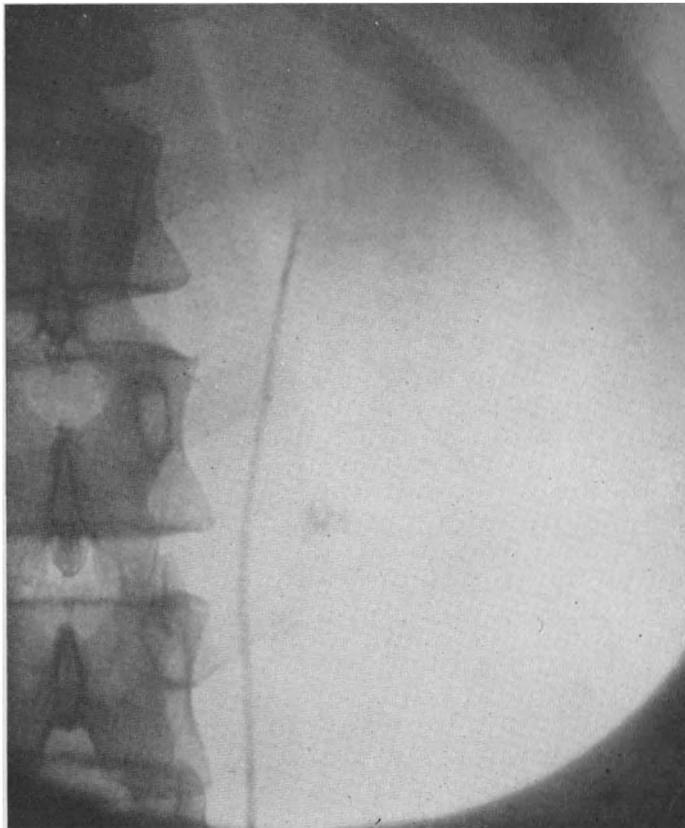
Röntgenbild. Verkalkte Mesenterialdrüse bei eingeführtem Wismutkatheter.
